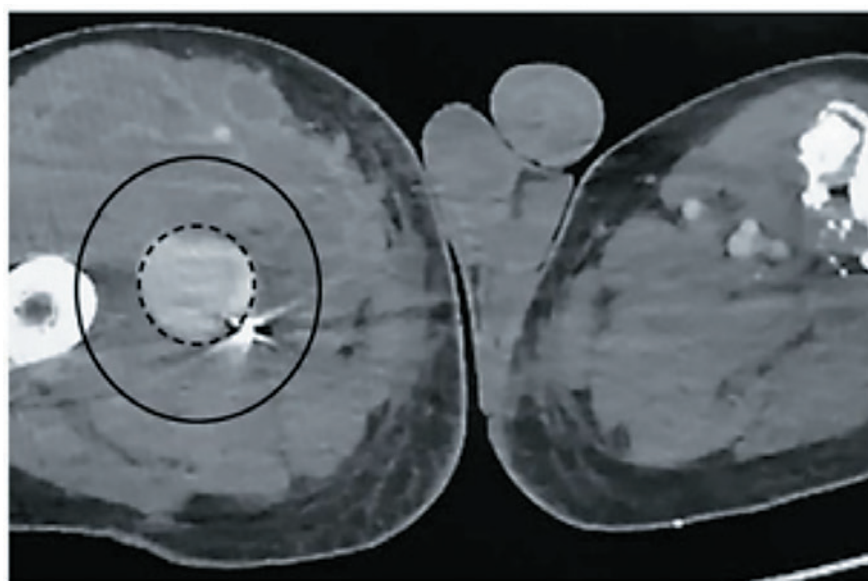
Компьютерно-томографическая ангиография нижних конечностей. Внутритканевая гематома правого бедра (сплошная линия) с формирующейся артериальной ложной аневризмой в центре (пунктирная линия) при осколочном ранении глубокой бедренной артерии металлическим осколком (виден рядом с гематомой) [4]
